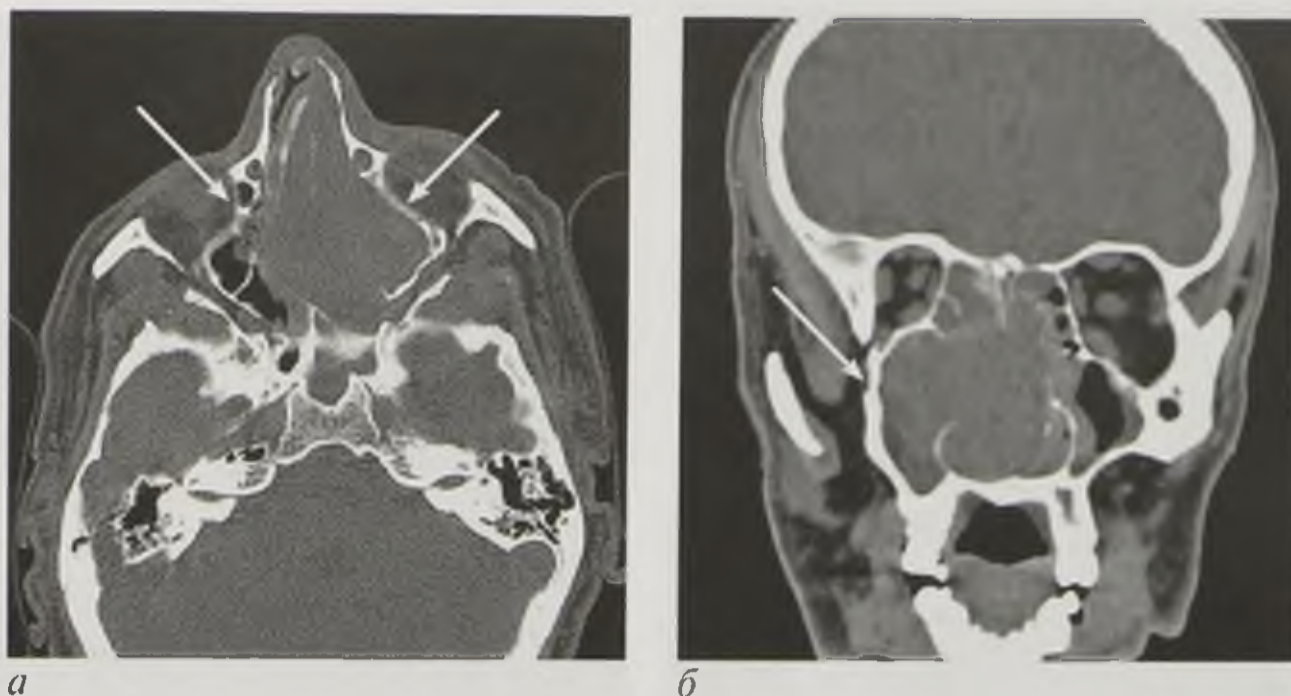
Компьютерные томограммы: *а* — в аксиальной плоскости; *б* — мультипланарная реконструкция во фронтальной плоскости. Опухоль верхнечелюстной пазухи с разрушением костных структур (стрелки)
